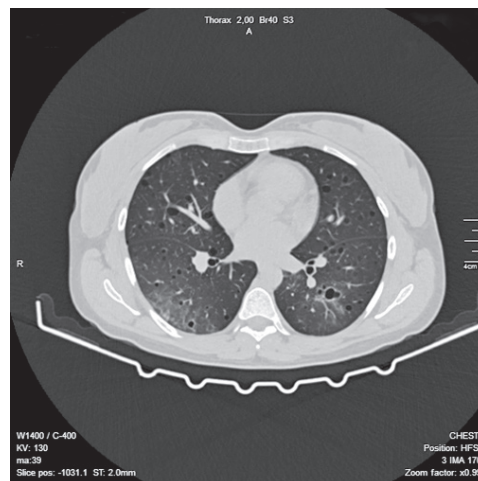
Аксіальний зріз КТ ОГК хворої Л. через 3 місяці від початку захворювання на COVID-19
